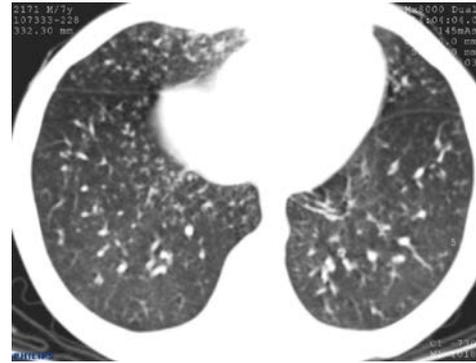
КТ-изображение органов грудной клетки больной А. 4 лет.
